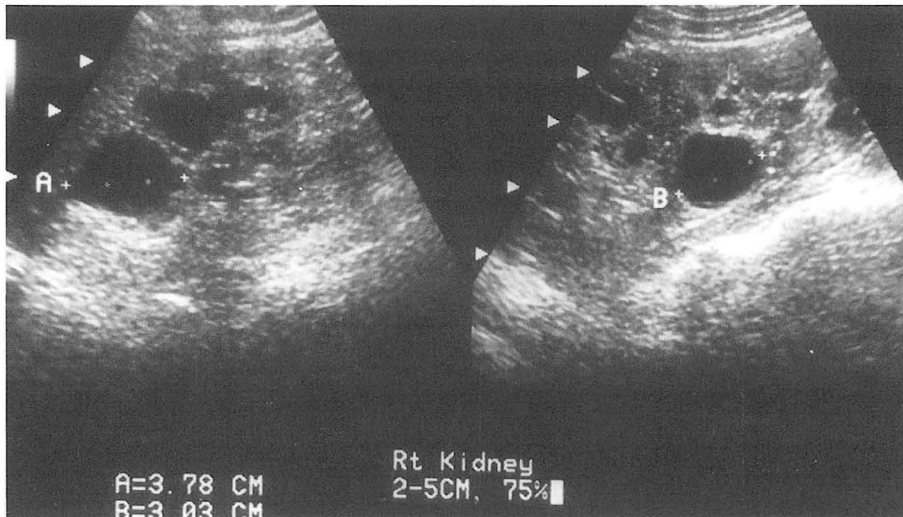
Anatomical renal severity index was measured by number of cysts, size of cysts and percentage of affected cystic parenchyma at conventional oblique sagittal sonography at lateral decubitus position.
